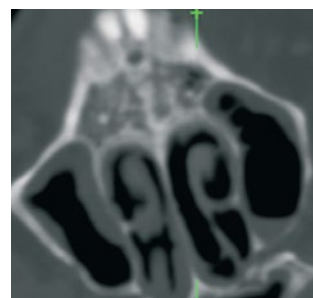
КТ челюстно-лицевой области от 22.07.21. Определяется деструкция губчатого вещества альвеолярного отростка левой верхней челюсти
